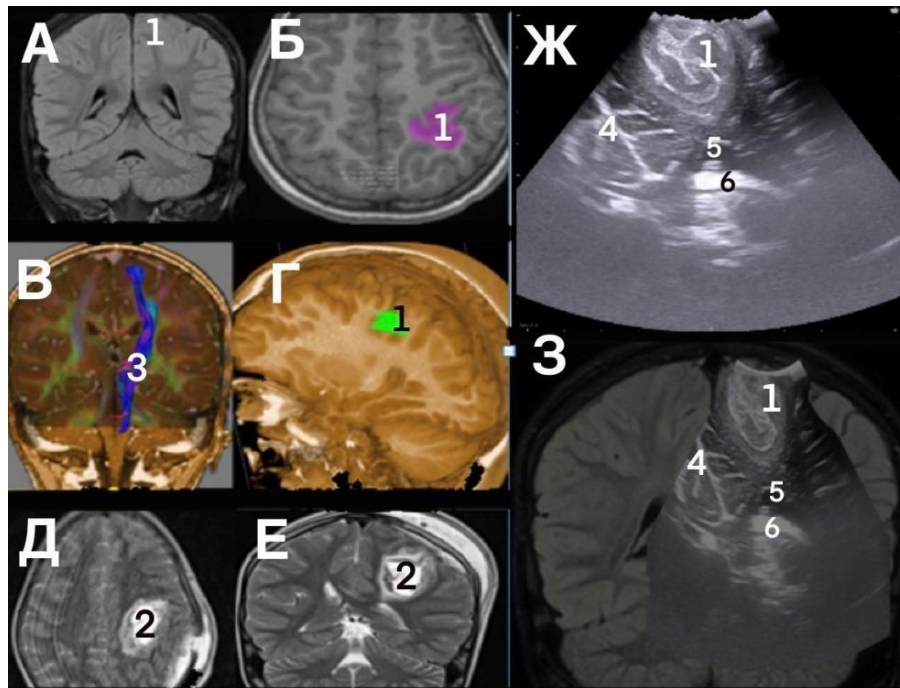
Пациент Ш., 6 лет, диагноз «(фокальная) (парциальная) симптоматическая эпилепсия». Фармакорезистентная форма. МР-позитивная форма. ФКД — А, Б — предоперационное МРТ. ФКД левой теменной доли (1, фиолетовый цвет), расположенная вблизи функционально значимой зоны; В, Г — 3D МР-трактография (3 — кортикоспинальный тракт, зеленый — ФКД); Ж, З — иУЗИ; 1 — ФКД; 4 — межполшарная щель; 5 — боковой желудочек; 6 — сосудистое сплетение; Д, Е — послеоперационное МРТ, тотальное удаление ФКД; 2 — послеоперационная полость
